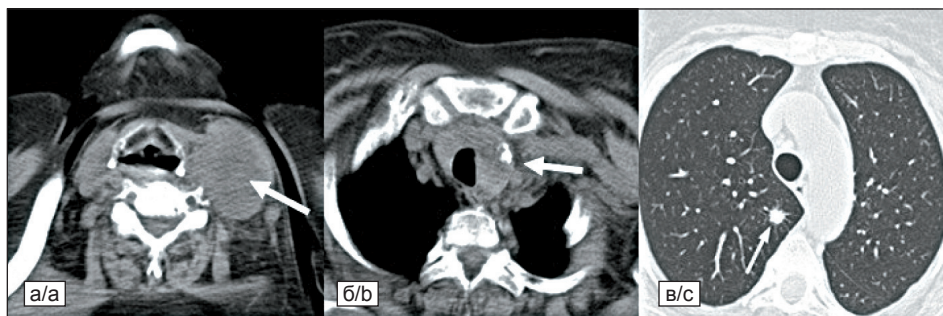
КТ (06.2019): а) в н/3 шеи слева определяется лимфатический узел, размерами 55×45×45мм; б) образование левой доли щитовидной железы, размерами 26×29×16мм; в) образование 8×9мм в S2 с лучистым контуром единичный бронхопульмональный лимфоузел, размерами до 14×11мм
